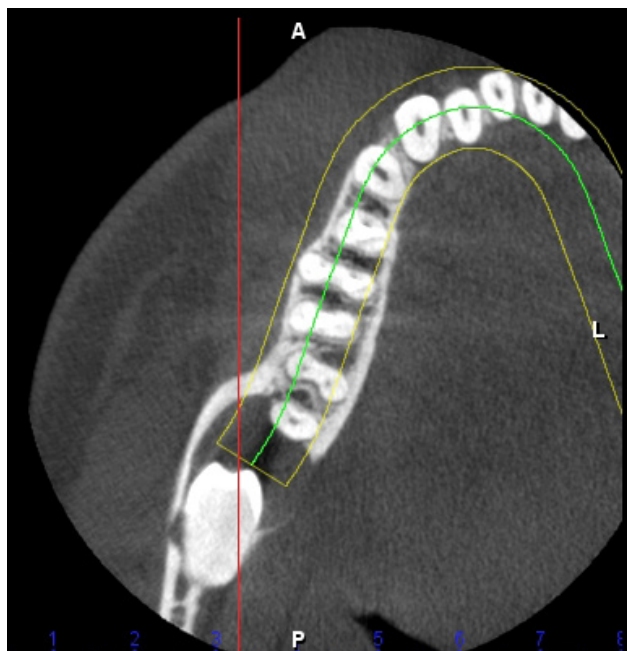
CBCT snímka pravého dolného kvadrantu mandibuly. Na lingválnej stene tela sánky prítomná fenestráciu kortikálnej lamely kruhovitého tvaru veľkosti 2cm cez ktorú pozorujeme tieň korunkovej časti zubu múdrosti 48.
